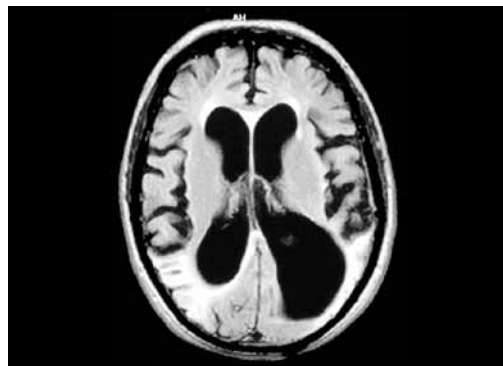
Resonancia magnética (secuencia FLAIR) realizada en 2006. Se observa mayor ventriculomegalia comparada con la tomografía de 1999, destacándose además de atrofia cortical, hiperintensidad de señal en corteza occipital bilateral
